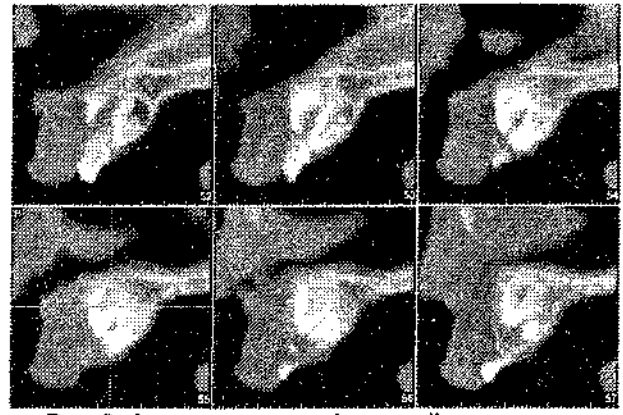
Фрагменти комп'ютерної томограми пацієнтки Л. (сагітальні зрізи). Візуалізуються 21, 51 і надкомплектний зуби, розташовані окремо один від одного
